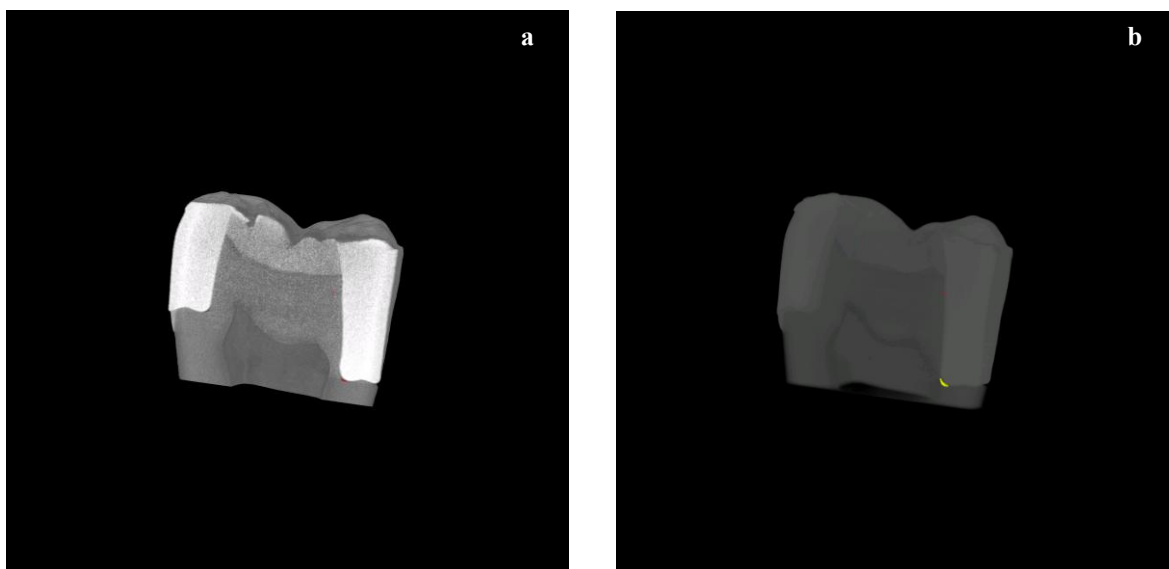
a-b: Immagini ottenute mediante μ -CT. Ricostruzioni 3D del campione BG1 con presenza di difetti sul margine interno (area in giallo).
